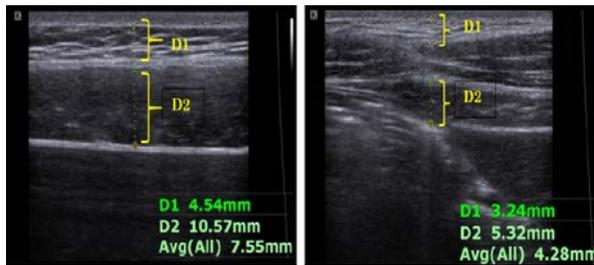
エコー画像 (左: AFI 最大, 右: AFI 最小)
